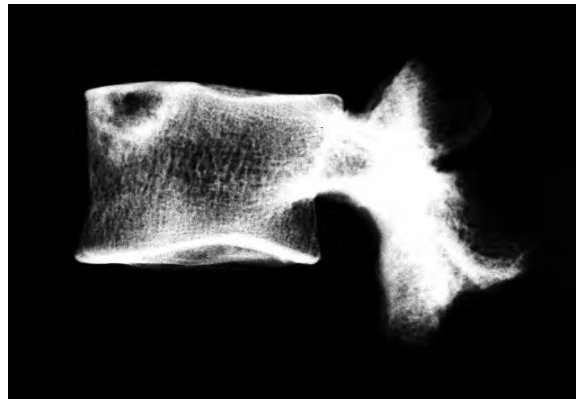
Radiografia céfalo-caudal del cas precedent.
